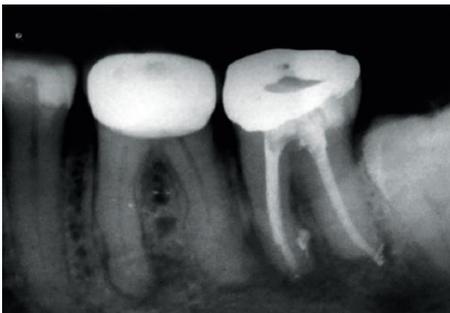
Radiografia após seis meses, evidenciando a formação de tecido ósseo na região periapical e periodontal do segundo molar
